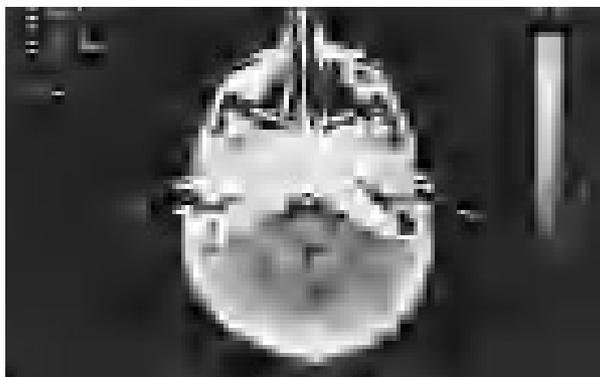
Tomografía computerizada axial postcontraste: el estudio muestra a nivel de seno sigmoide derecho una imagen hipodensa rodeada de duramadre realzada, compatible con trombosis.
